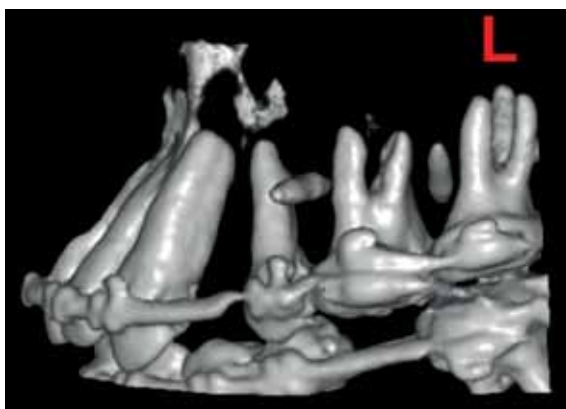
Imaginea 3D obținută la CT volumetric a cadranelor doi, în care se observă, din incidența vestibulară, miniimplanturile inserate mezial (vestibular) și distal (palatinal) de 26 pentru asigurarea ancorajului și efectuarea intruziei molarului unu.
